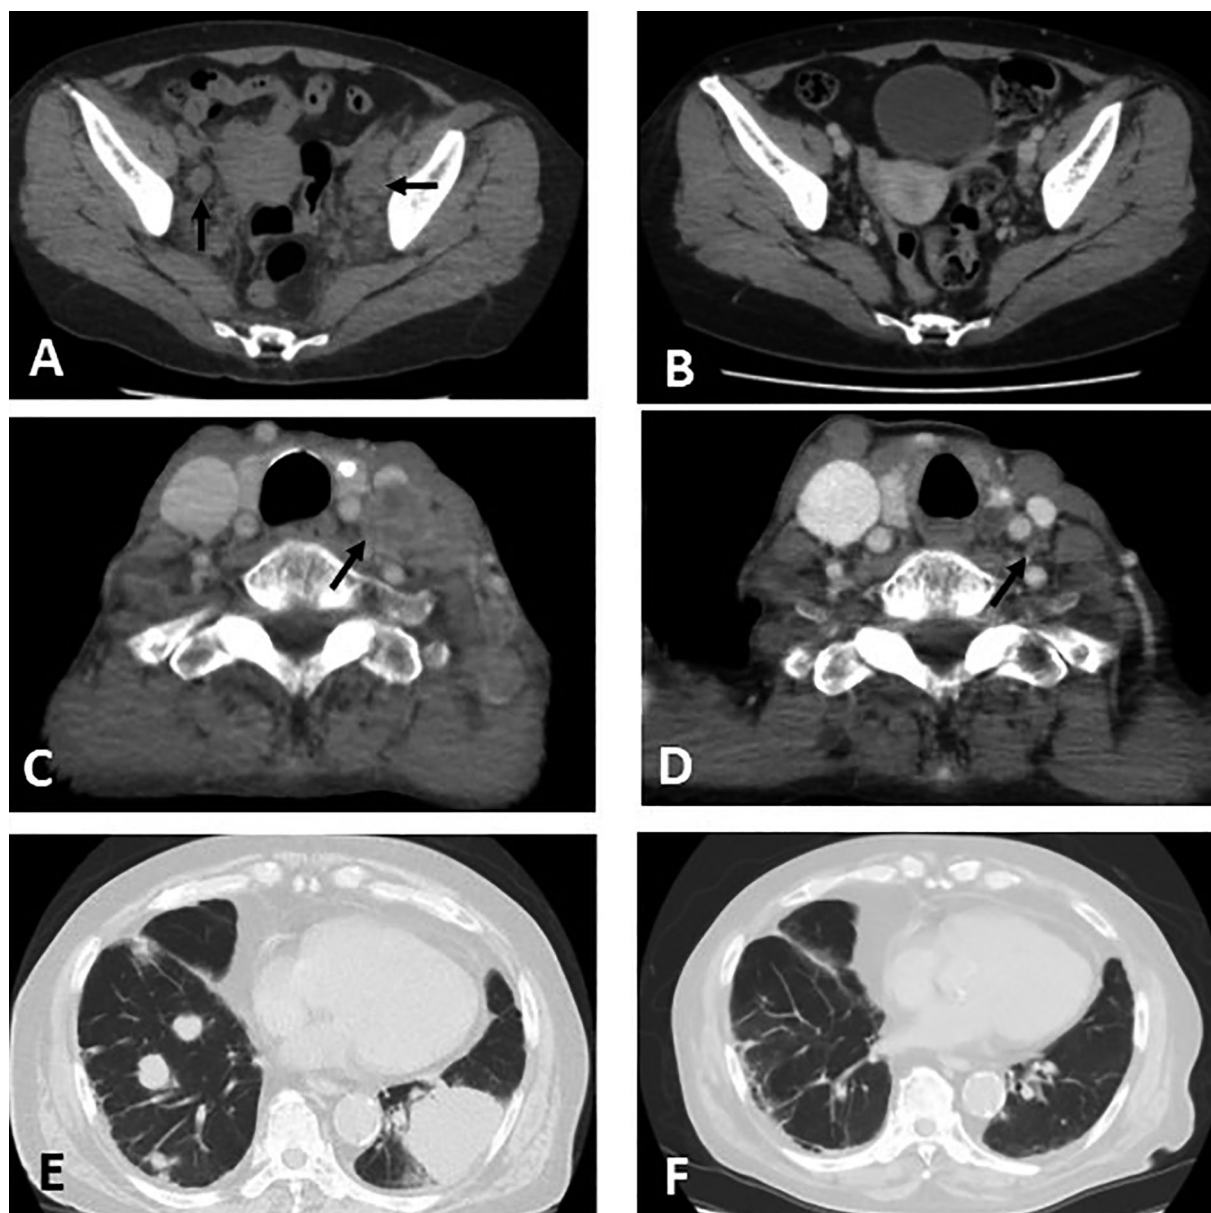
CT scan images are compared before and after the anti-cancer treatment. (A) CT scan shows the pelvic lymph node metastasis (arrow) in Case 1. (B) CT scan shows the complete response (CR) of the pelvic lymph node metastasis after 2 cycles of gemcitabine/cisplatin chemotherapy in Case 1. (C) CT scan shows the left cervical lymph node metastasis (arrow) in Case 2. (D) The size of the cervical lymph node (arrow) is markedly reduced after 2 cycles of gemcitabine/cisplatin chemotherapy in Case 2. (E) CT scan shows the lung metastasis in Case 3. (F) CT scan shows the CR of the lung metastasis after 4 cycles of pembrolizumab therapy in Case 3.
